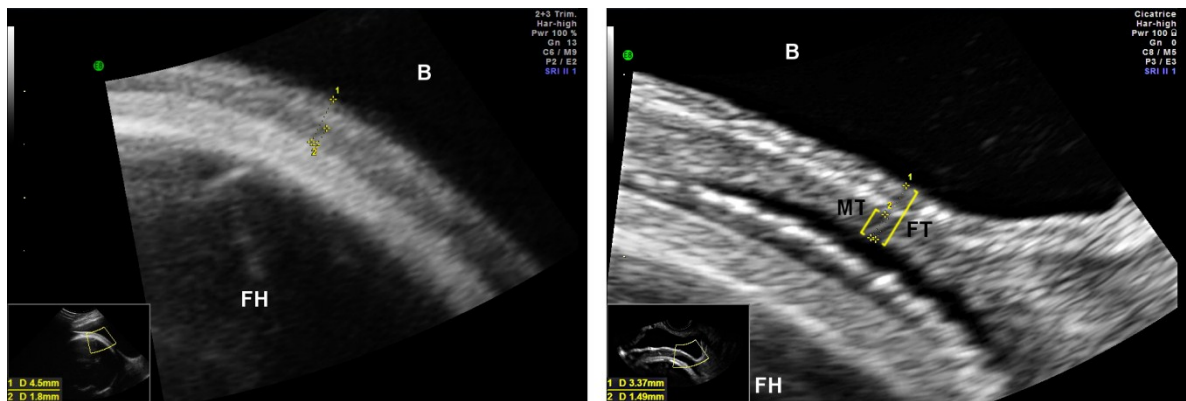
Visualisation du segment inférieur par échographie transabdominale (a) et transvaginale (b).
